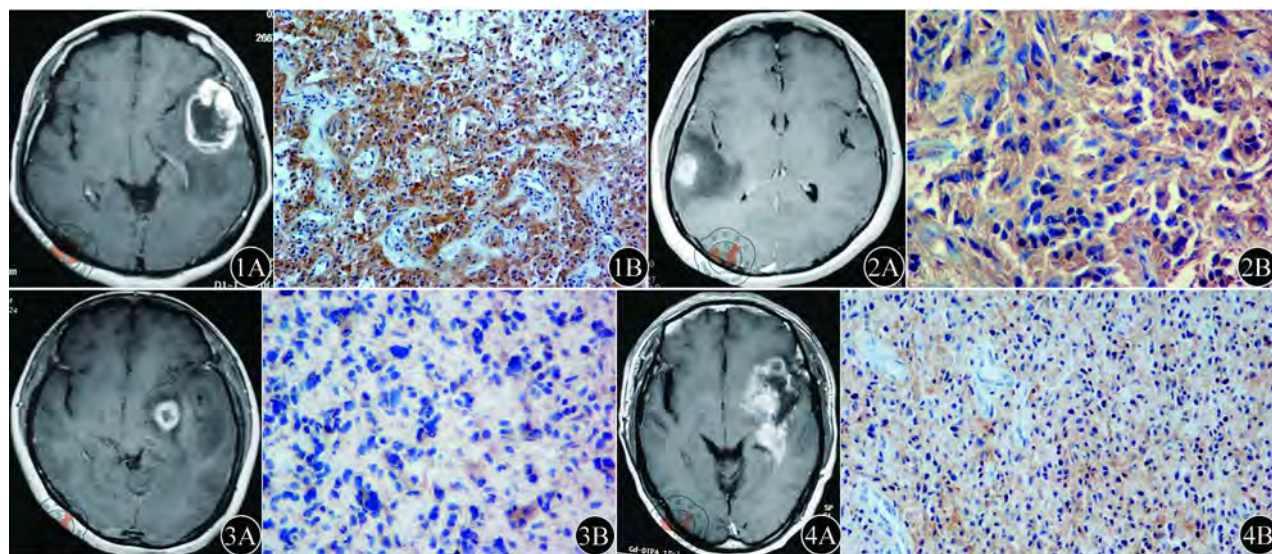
1A: 轴位增强扫描MRI示I型强化(环形强化)的胶质母细胞瘤; 1B: 免疫组织化学染色检查示TLR9高表达( $\times 200$ ) 图2 2A: 轴位增强扫描MRI示II型强化(非环形强化)的胶质母细胞瘤; 2B: 免疫组织化学染色检查示TLR9高表达( $\times 400$ ) 图3 3A: 轴位增强扫描MRI示I型强化(环形强化)的胶质母细胞瘤; 3B: 免疫组织化学染色检查示TLR9低表达( $\times 400$ ) 图4 4A: 轴位增强扫描MRI示II型强化(非完整的环形强化)的胶质母细胞瘤; 4B: 免疫组织化学染色检查示TLR9低表达( $\times 200$ )
